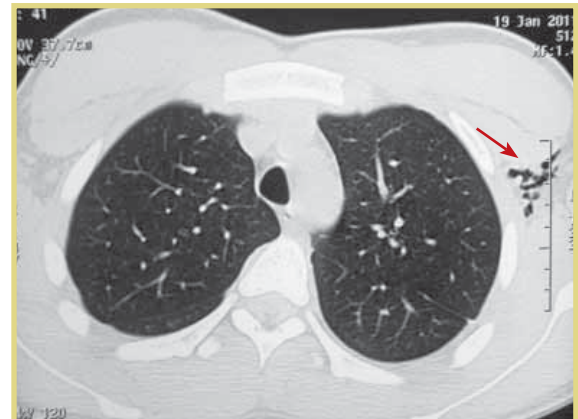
Контрольная КТ после удаления дренажа из левой плевральной полости
